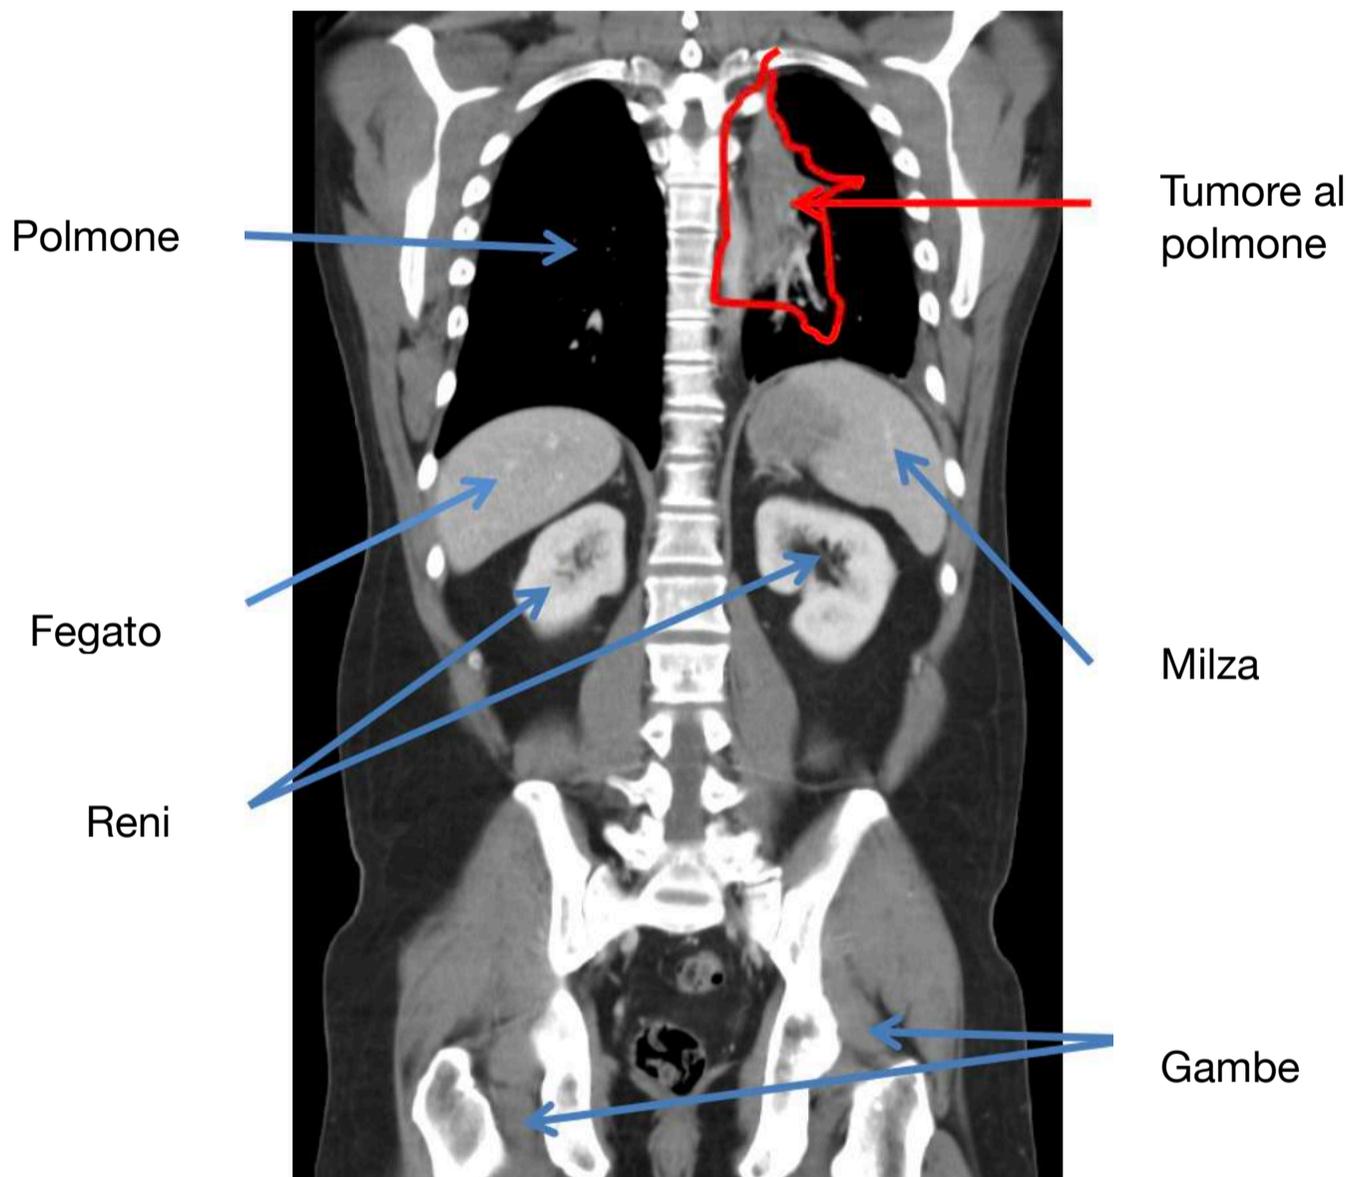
Scansione TC del torace e dell'addome con un cancro al polmone sinistro.
